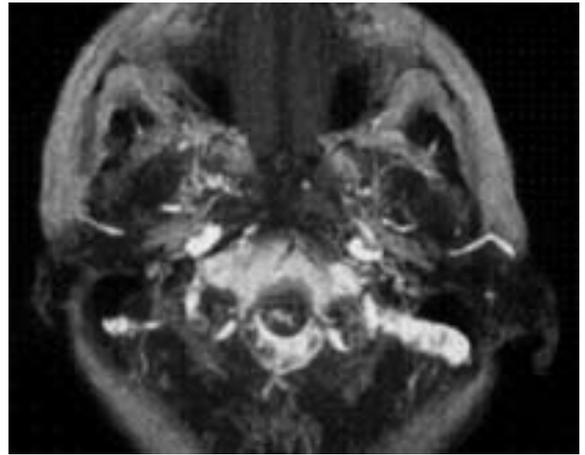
TC in proiezione assiale: la neoformazione determina stasi del seno sigmoideo
